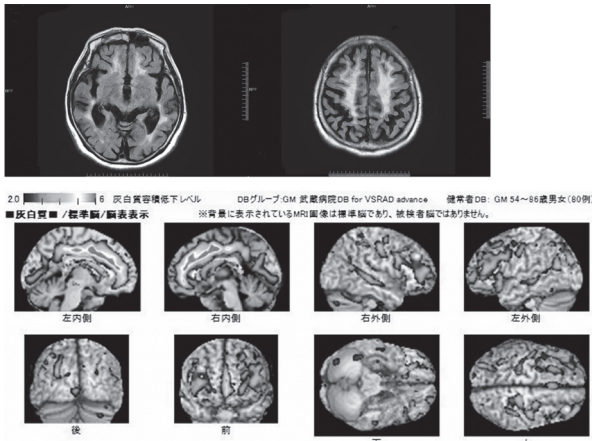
MRI FLAIR 画像 (水平断) および VSRAD
